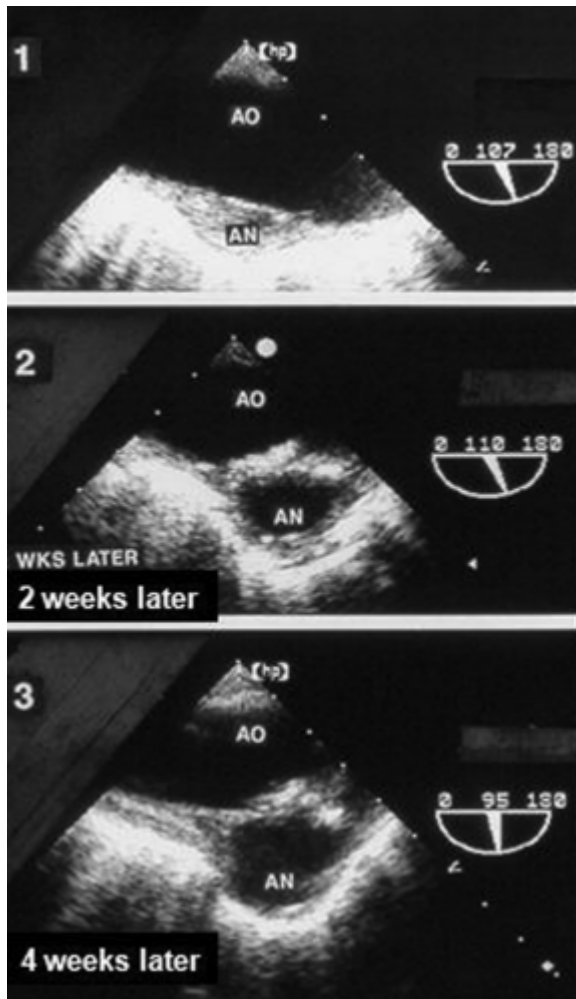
主动脉瓣感染性心内膜炎患者的降胸主动脉近端的经食道超声心动图像显示早期初始动脉瘤（第 1 帧图）和快速增大的图像。第 2 帧于 2 周后主动脉瓣置换时获取，第 3 帧于分期主动脉手术时距离首次 TEE 4 周后获取。AN, 主动脉瘤；AO, 主动脉。
